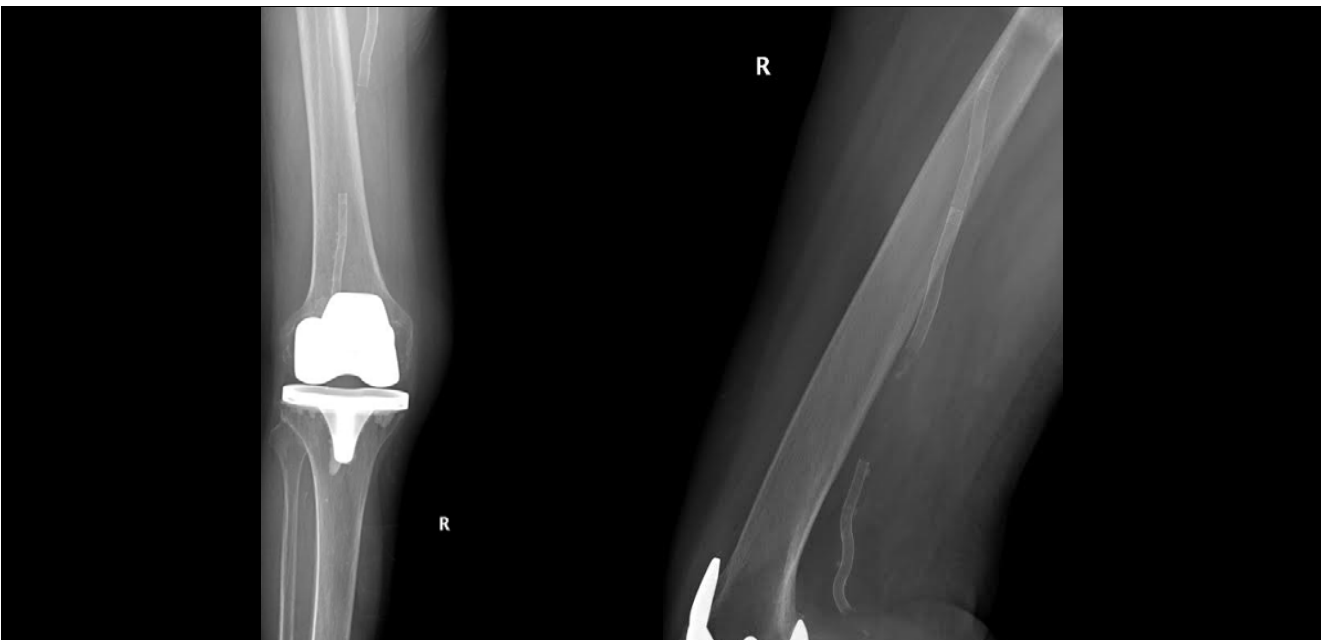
Stent Supera® emplazado en sector femoropopliteo (se aprecia la sinuosidad y la gran longitud del trayecto afecto). Radiografías de control en proyecciones AP y lateral de rodilla.
